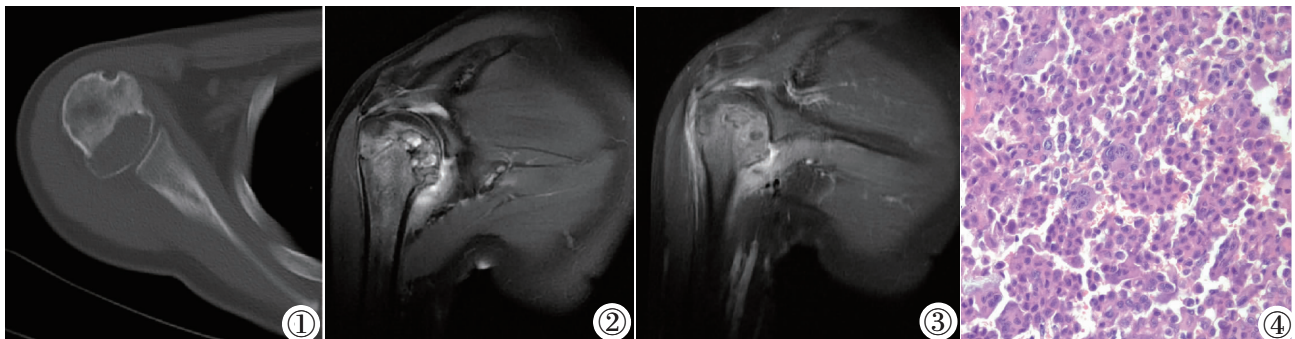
~4 CT 平扫示病灶呈地图样骨质破坏 (图 1); MRI 示病灶 T₂WI 上呈稍高信号 (图 2), 内见多发液-液平面, 肩关节液囊明显水肿。增强扫描示病灶实质部分强化, 液液平面区域无强化/外周强化 (图 3); 镜下 (HE) 见肿瘤细胞片状分布, 呈上皮样, 胞浆边界清楚, 嗜酸性, 散在少量多核巨细胞 (图 4)。
